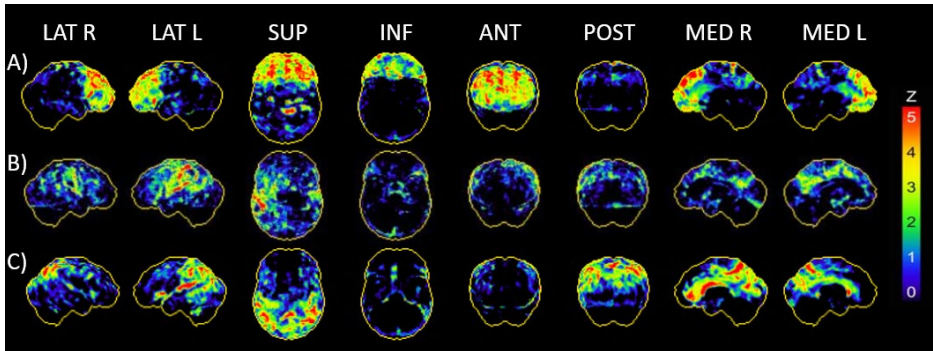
Representative 3D-SSP images (Z-Score maps) of early phase [ $^{18}\text{F}$ ] flutemetamol and florbetaben-PET for three different clinical diagnoses of: a frontotemporal dementia/psychiatric disorder, b suspected 4-repeat-tauopathy c suspected non-Alzheimer's pathology. Surface projections from R, right; L, left; LAT lateral; SUP, superior; INF, inferior; ANT, anterior; POST, posterior; MED, medial.
